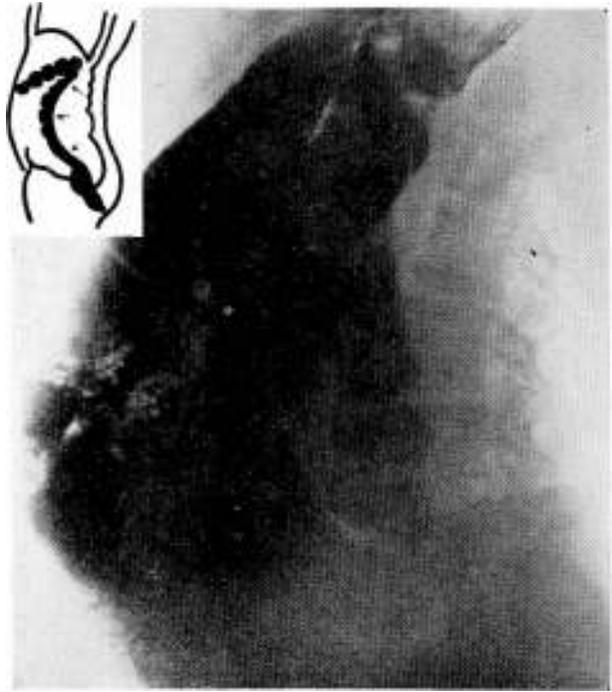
“Radiografía de perfil del aspecto que acabamos de describir en la fig. N° 12”. Llamamos la atención sobre la dislocación electiva del cólon descendente que está empujando de atrás a adelante porque la tumoración ha decolado la fascia peritoneal posterior.
